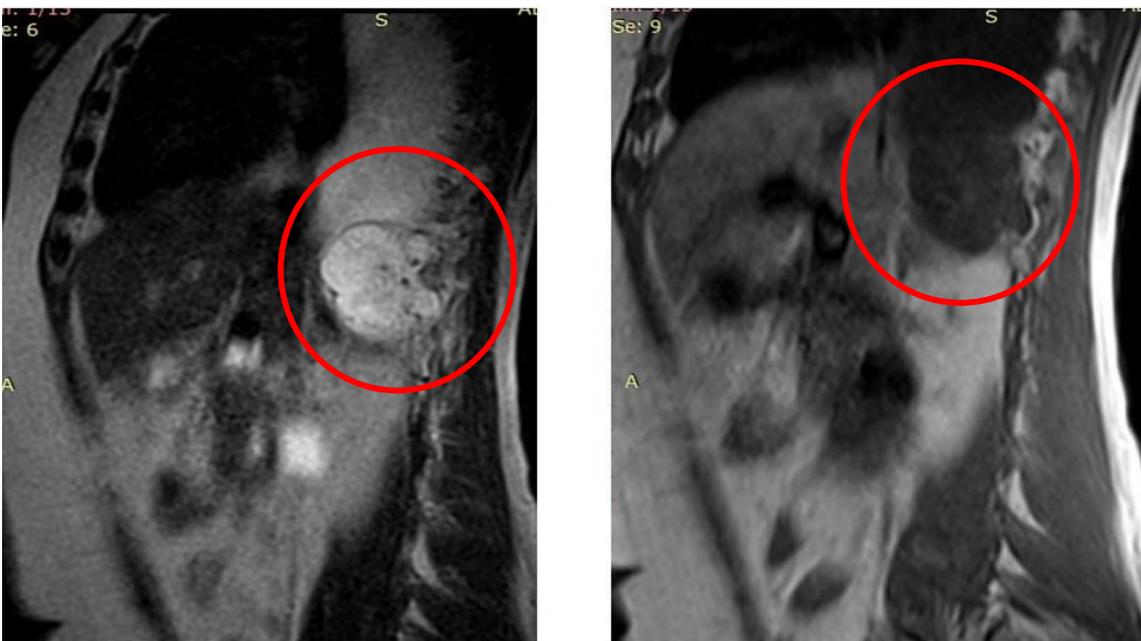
RM secuencia SPIN ECO. A: Técnica T2 B: Técnica T1 plano de corte sagital a nivel de la masa de partes blandas. Círculo rojo. Fuente: Archivo patológico Hospital Arnaldo Milián Castro. 2022.
